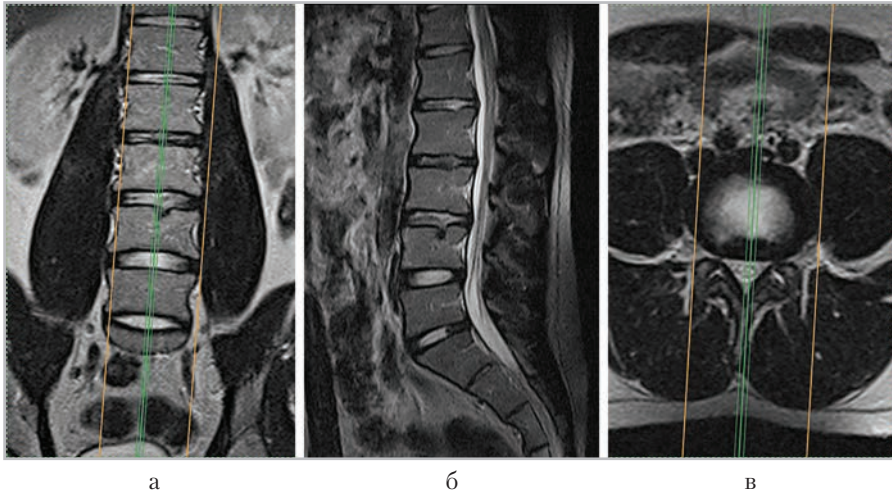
МР-томограммы, полученные для планирования сагиттальных срезов (б) в коронарной (а) и аксиальной (в) плоскостях
